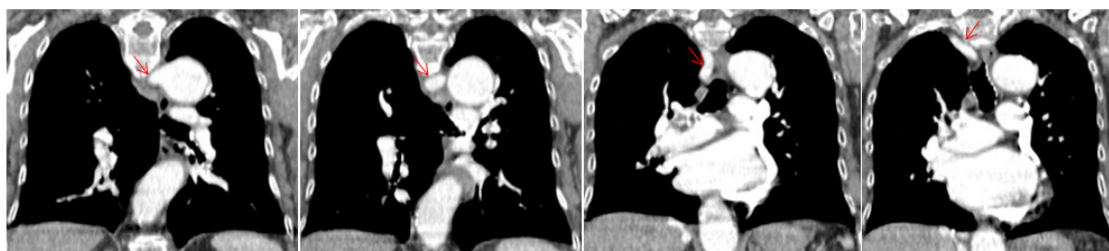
Tomografía de tórax con contraste endovenoso en cortes coronales demostrando la trayectoria de la arteria subclavia aberrante que surge como última rama del arco aórtico y cruza la línea media, entre la columna vertebral y el esófago, para llegar al hemitórax derecho.
